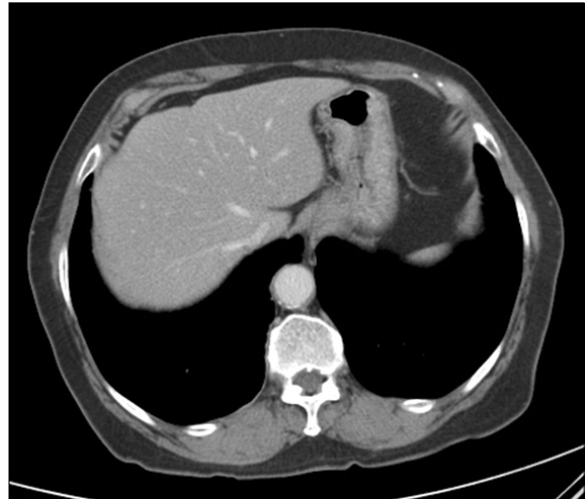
Abdominal computed tomography. It does not show a demonstrable mass or abnormal wall thickening at the esophagogastric junction.
